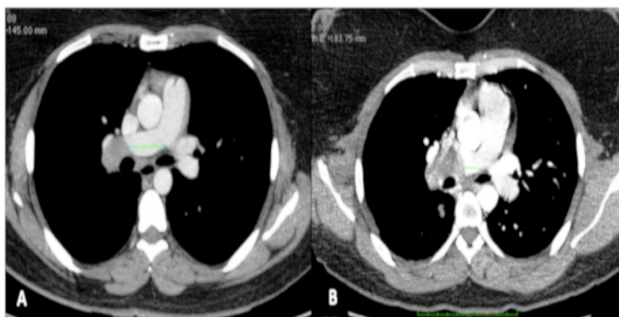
Tomografia computadorizada (TC) de tórax mostrando massa em artéria pulmonar direita. A) TC de tórax de 2015. B) TC de tórax de 2017 mostrando aumento da massa.
